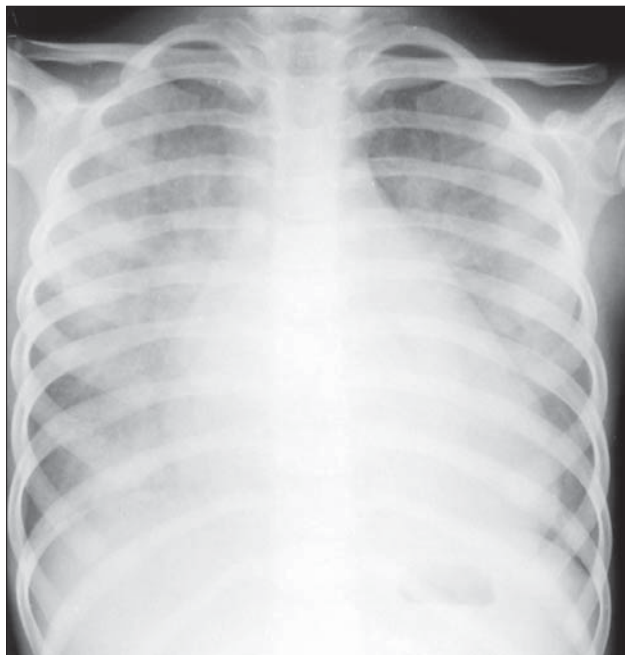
Edem pulmonar. Radiografie toracică PA. Opacitate masivă perihilară bilaterală în “aripi de fluture”.
